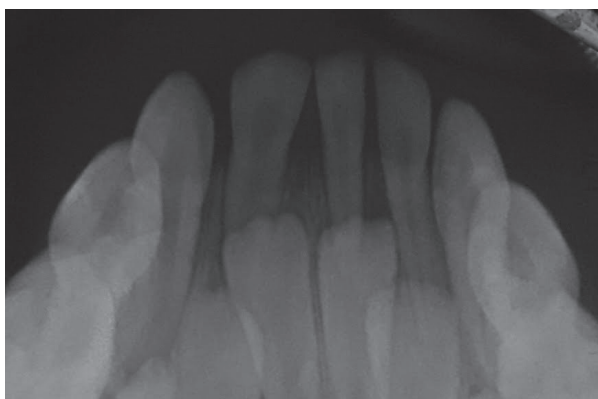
Radiografía periapical de 81-82.
